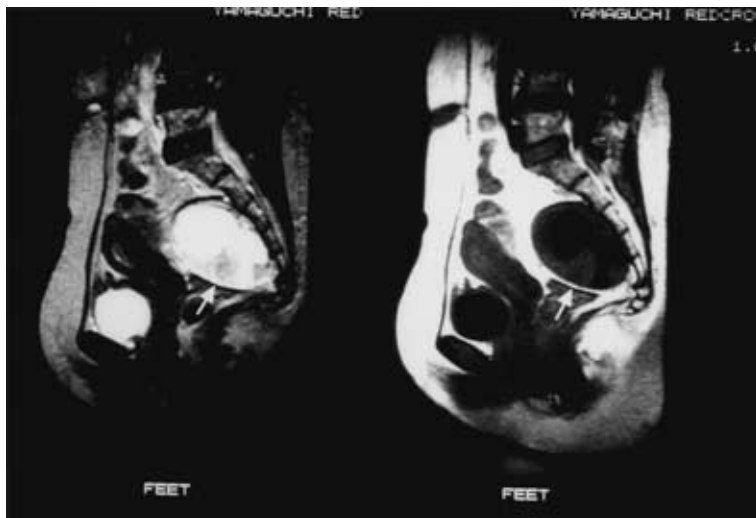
Pelvic MRI demonstrated a solid tumor with cystic change, in the presacral space.
